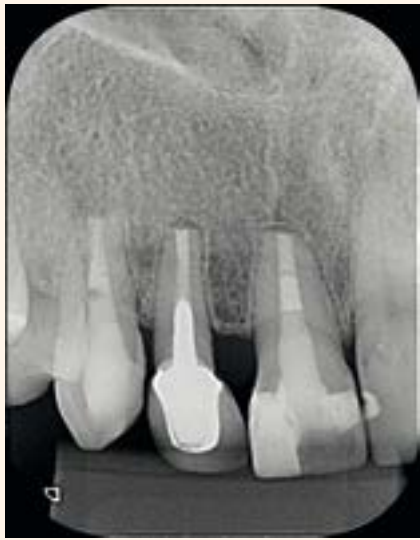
Radiografía de control 5 meses después - reparación del periápice.
